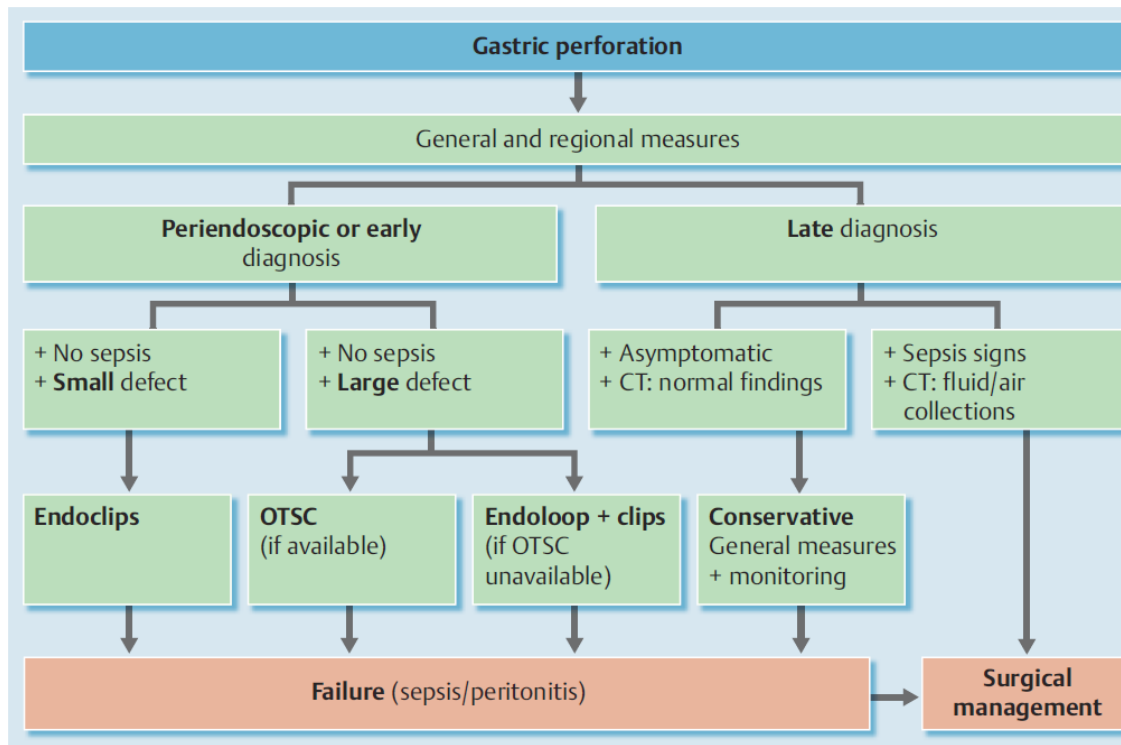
Algorithm for the management of gastric iatrogenic perforations. CT, computed tomography; OTSC, over-the-scope clip.
